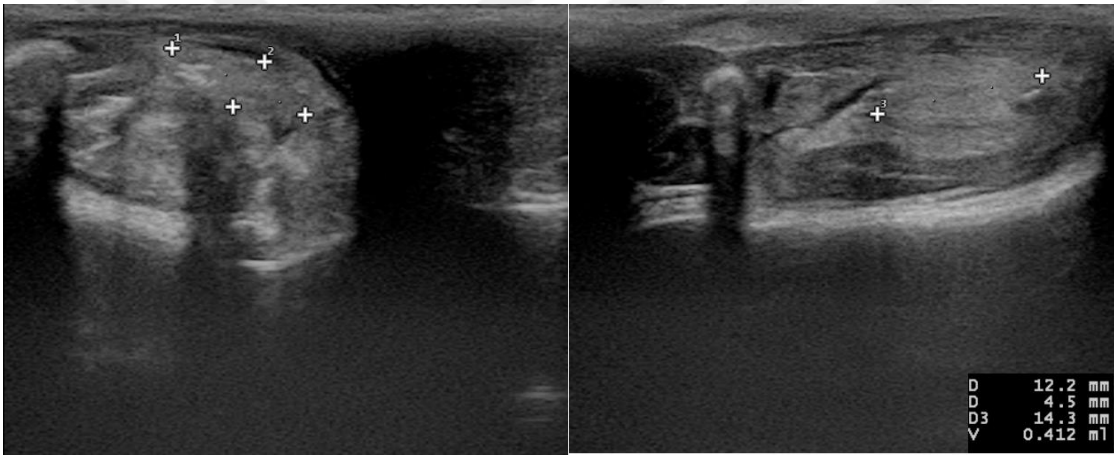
Grup L2 Postoperatif 3. Gün USG
